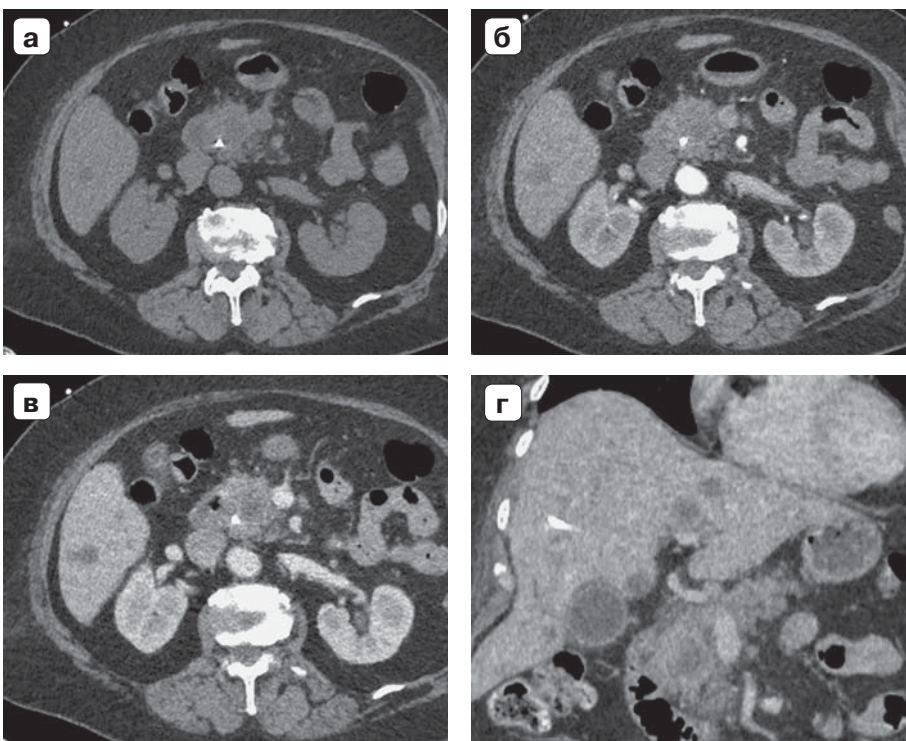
Компьютерные томограммы. Новообразование головки ПЖ, метастазы в печени: а – нативное изображение; б – артериальная фаза; в – портальная фаза; г – венозная фаза. Во всех фазах в головке ПЖ видно округлое гиподенсное образование. В обеих долях печени округлые гиподенсные образования с гиперденсным ободком периферического усиления в портальной и венозной фазах контрастирования. Дренаж в ОЖП.
